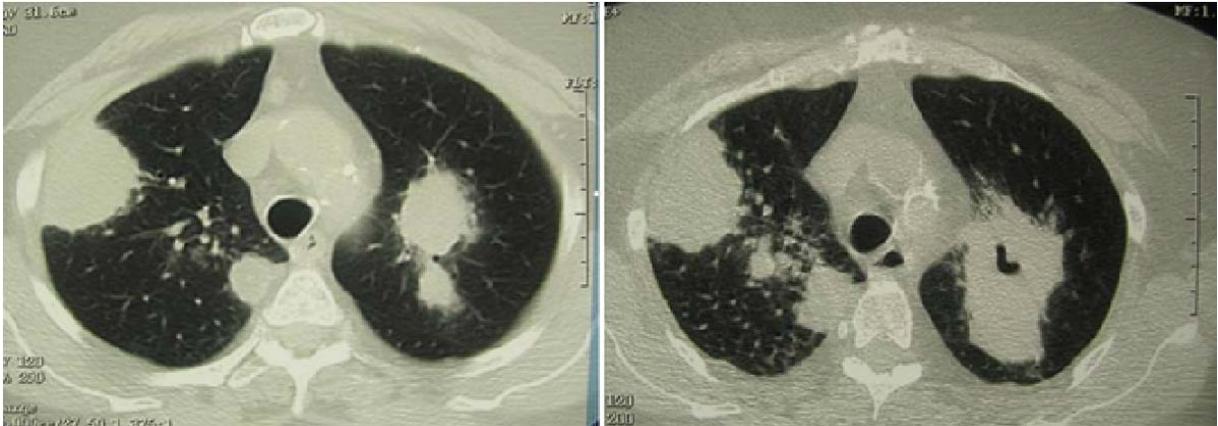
HRCT. Multiple lesioni nodulari parenchimali polmonari.
